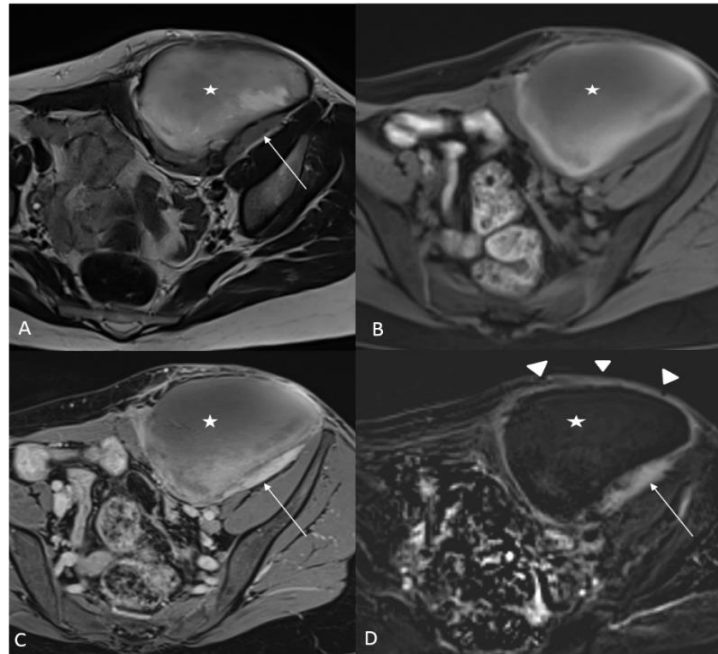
Aspect IRM après cryoablation percutanée d'une tumeur desmoïde de 11 cm de la paroi abdominale chez une femme de 32 ans. La zone d'ablation (étoile) apparaît en hypersignal T2 hétérogène (A), hypersignal T1 spontané (B), avec une prise de contraste périphérique inflammatoire physiologique (tête de flèche, D). Du fait de l'hypersignal T1 spontané, les séquences T1FS après injection sont d'interprétation difficile (C) et les séquences de soustraction sont indispensables (D). Mise en évidence d'un résidu tumoral à la partie postérieure de la zone d'ablation (flèche), volontairement non traité du fait de la proximité du nerf crural, en signal T2 intermédiaire (A), et un rehaussement focal, épais, irrégulier (C et D) bien différencié du rehaussement physiologique (tête de flèche).
